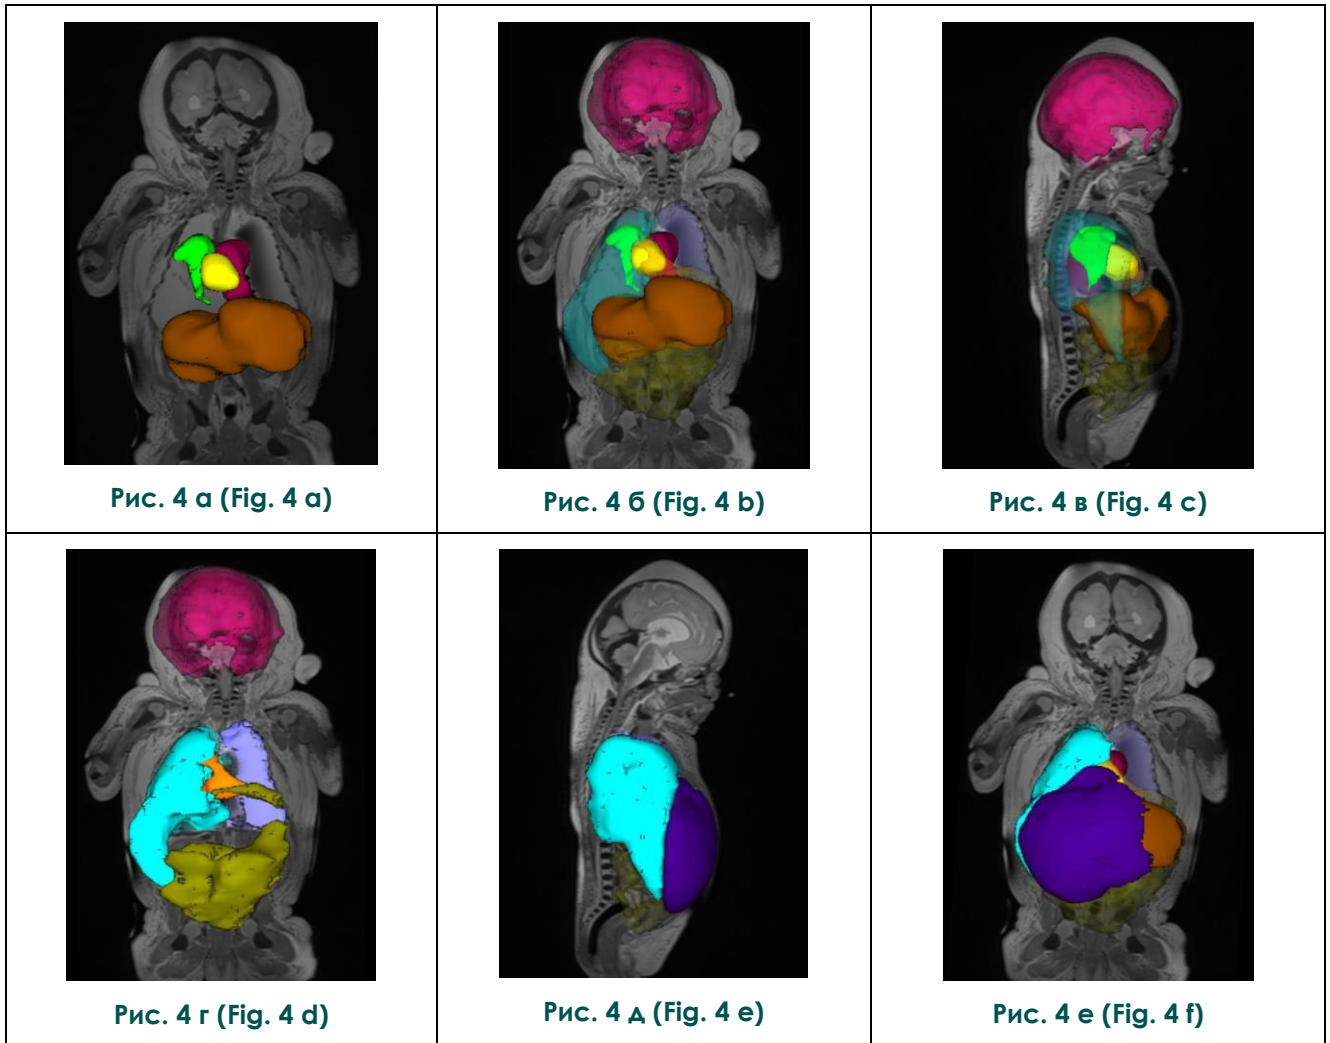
Посмертные МР-томограммы тела новорожденного, комбинированное T2-ВИ и трехмерная реконструкция областей интереса с автоматическим расчетом их объема.
